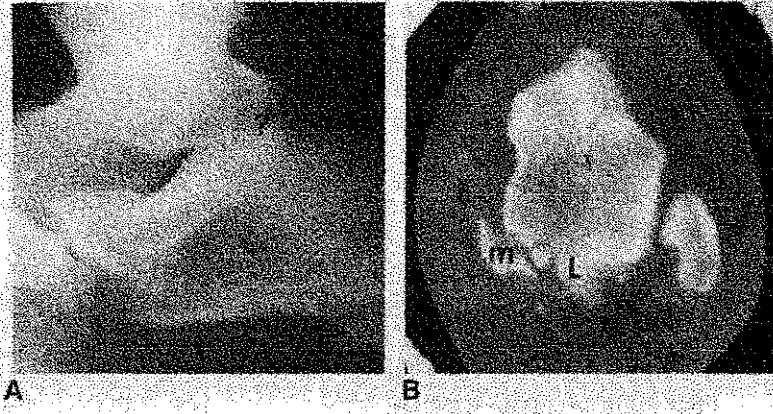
A) Sagittal CT kesitinde büyük os trigonum (O), B) Aksiyel kesitte sinkondrozda belirgin dejeneratif değişiklik, subkondral kist ve remodeling. (O) os trigonum (Karasick D., Schweitzer M.E. The Os Trigonum Syndrome: Imaging Features. Am. J. Roentgenol. 166 (1), 1996)
